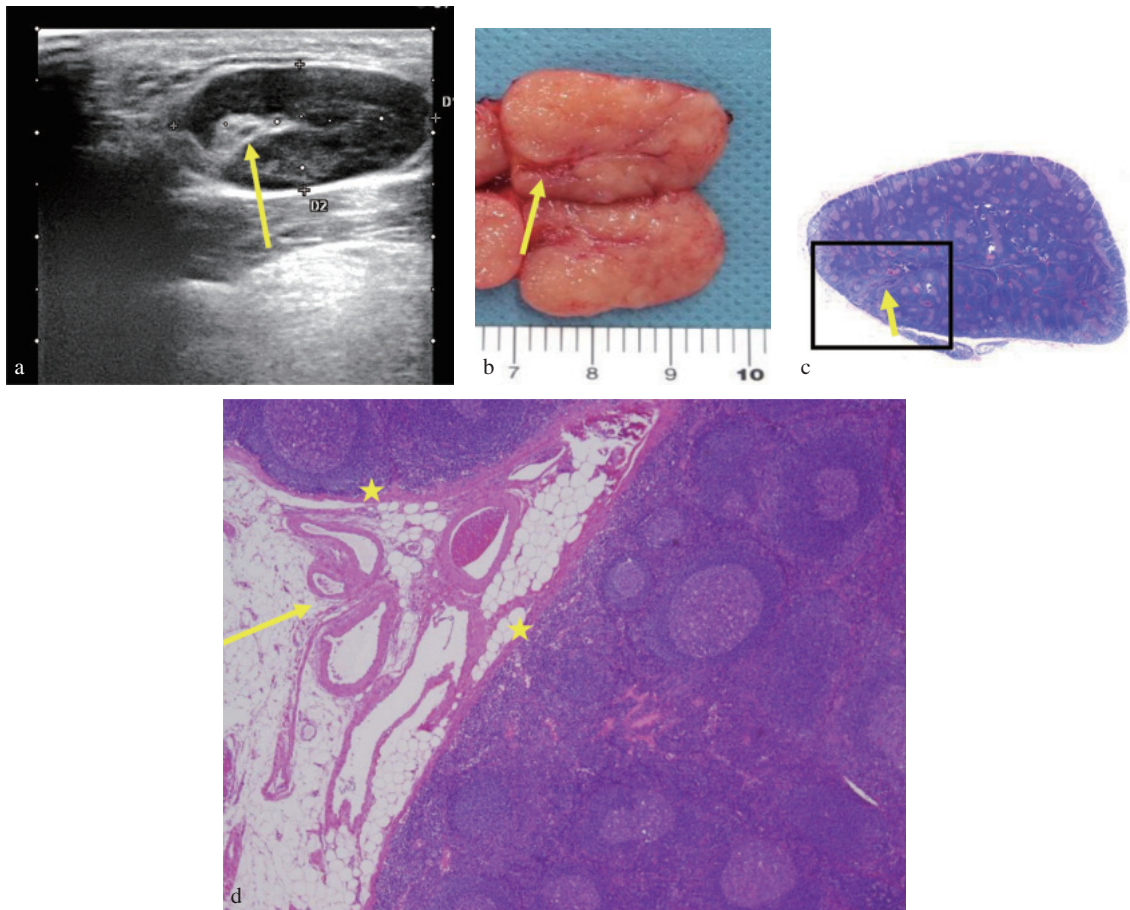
リンパ節門付近の高エコー域の組織学的検討
